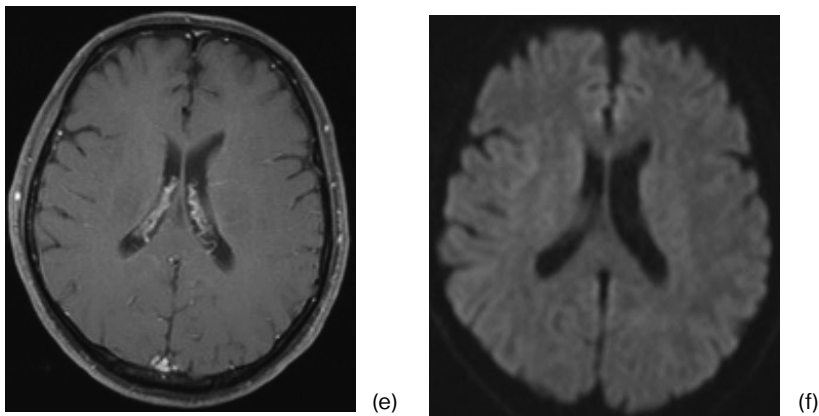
50歳代、男性。軽度の意識レベル低下を認めたためにMRIが施行された。
